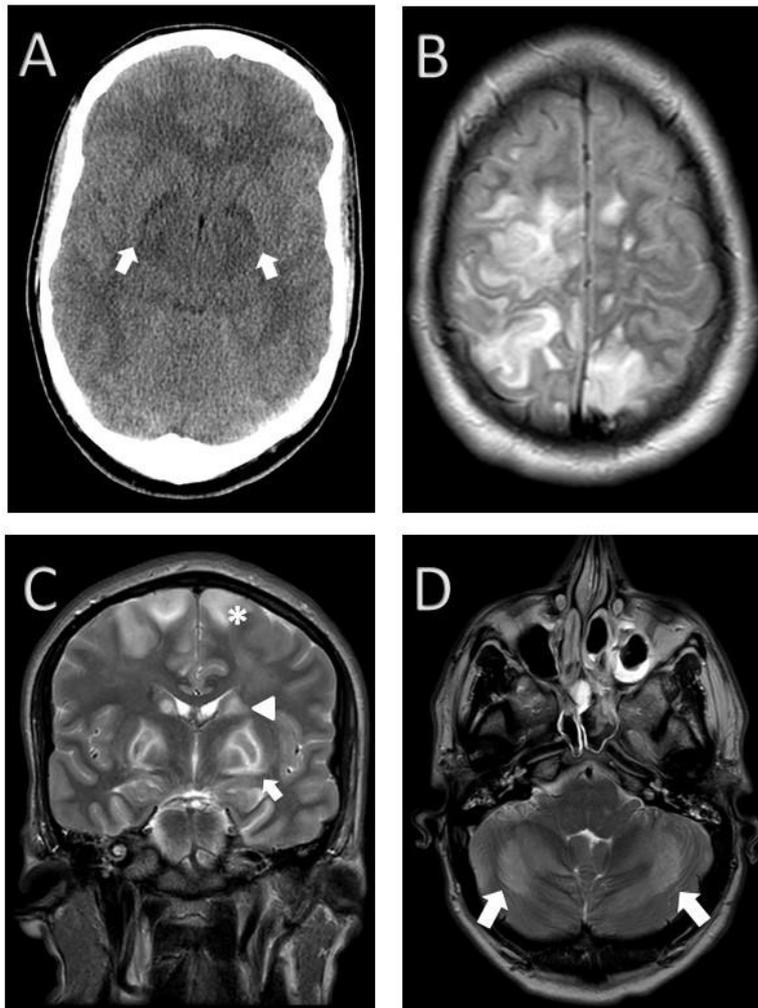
TC cerebral sin contraste; marcada hipodensidad bilateral y simétrica de ambos globos pálidos (flechas). Fig B: RM secuencia FLAIR; hiperseñal de la sustancia blanca profunda cerebral bihemisférica de predominio parasagital y en el lado derecho. Fig C: RM secuencia T2, corte coronal, donde se muestra la hiperseñal de los globos pálidos (flecha) bilateral y simétrica con afectación parcheada de ambos núcleos caudados (punta de flecha). Hiperseñal de la sustancia blanca cerebral bihemisférica de predominio parasagital (). Fig D: RM secuencia T2; hiperseñal simétrica en ambos hemisferios cerebelosos.*
